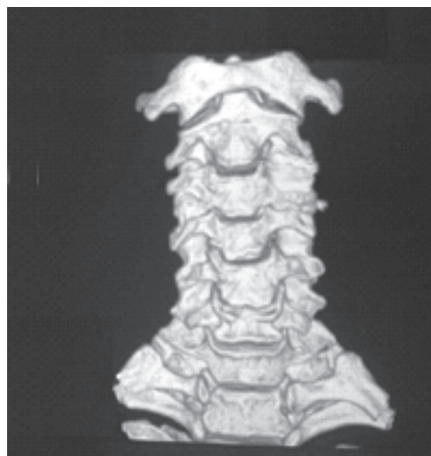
Tomografía computarizada de axis, apófisis, luego del tratamiento. Reconstrucción 3D vista anterior. Ver texto
